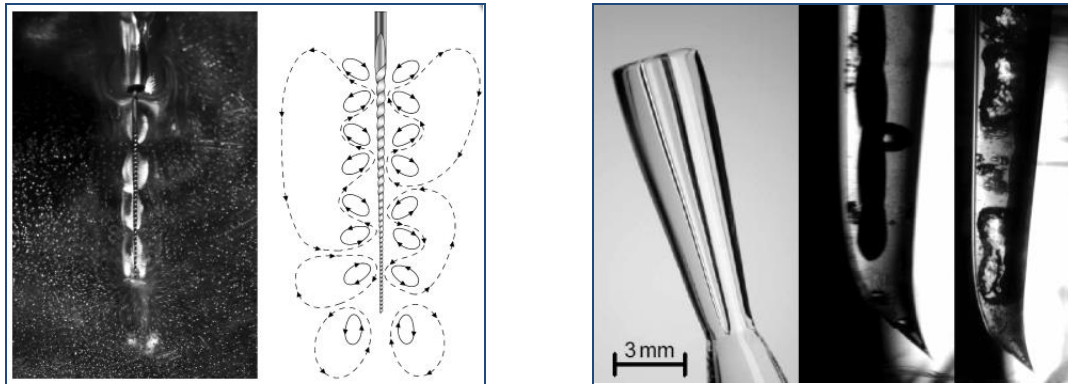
Micro-courants acoustiques (à gauche) et cavitation (à droite) induits par les ultrasons autour d'une lime (42)
